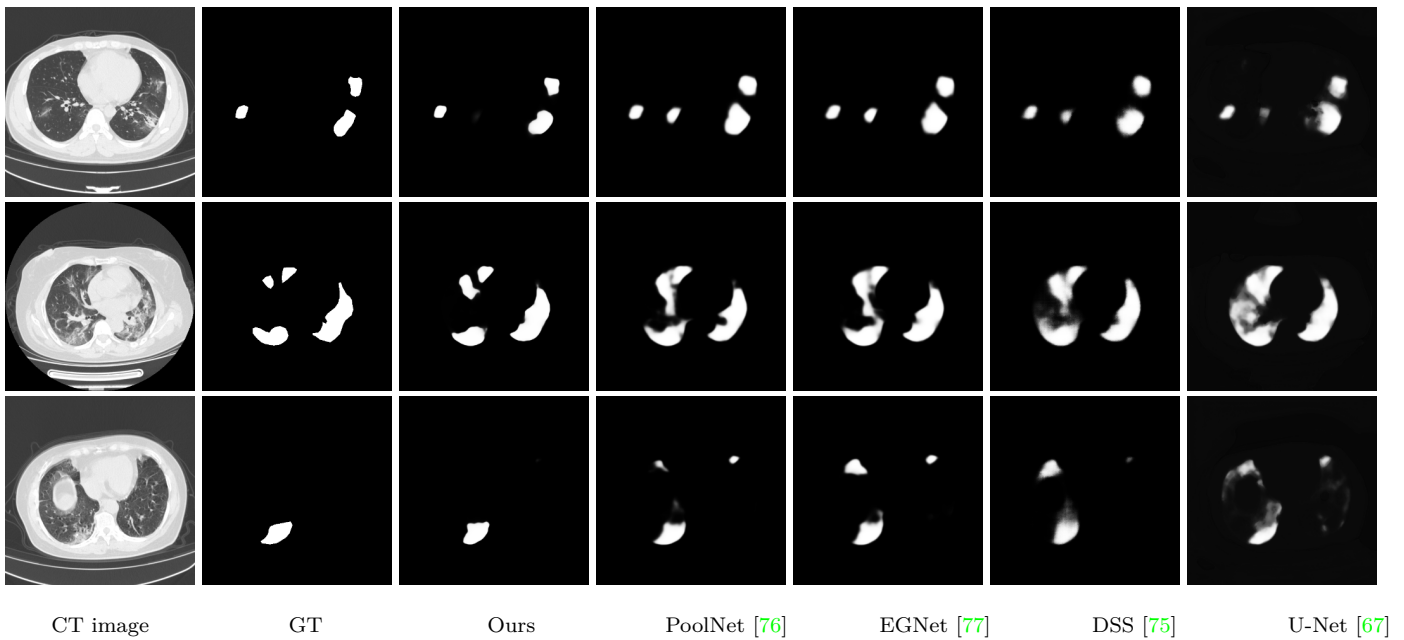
不同方法在分割测试集上的定性比较。第一行、第二行和第三行分别显示轻度、中度和重度 COVID-19 患者不同病变区域的 CT 图像对比结果。
